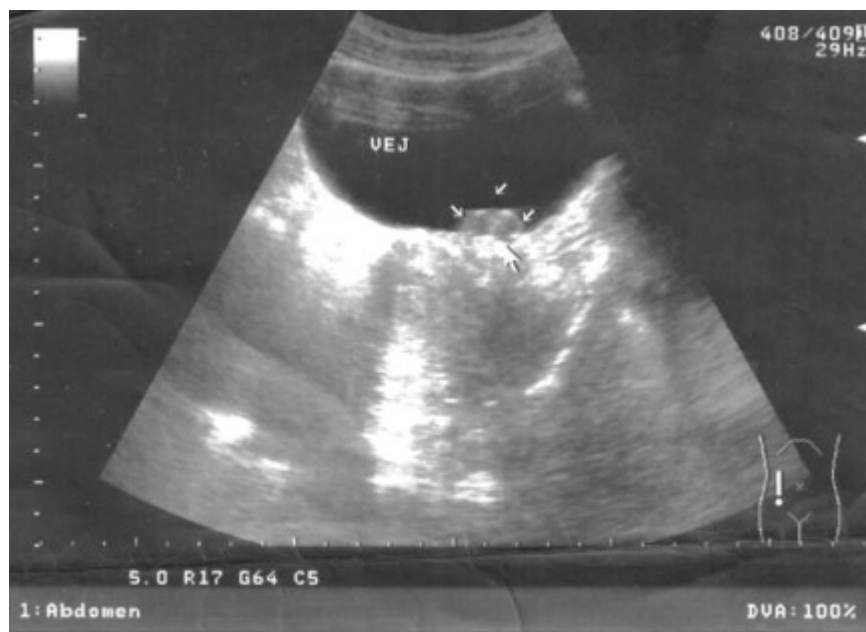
Ultrasonido abdominal que muestra la lesión tumoral en el fondo de la vejiga (VEJ) señalada con las flechas.
